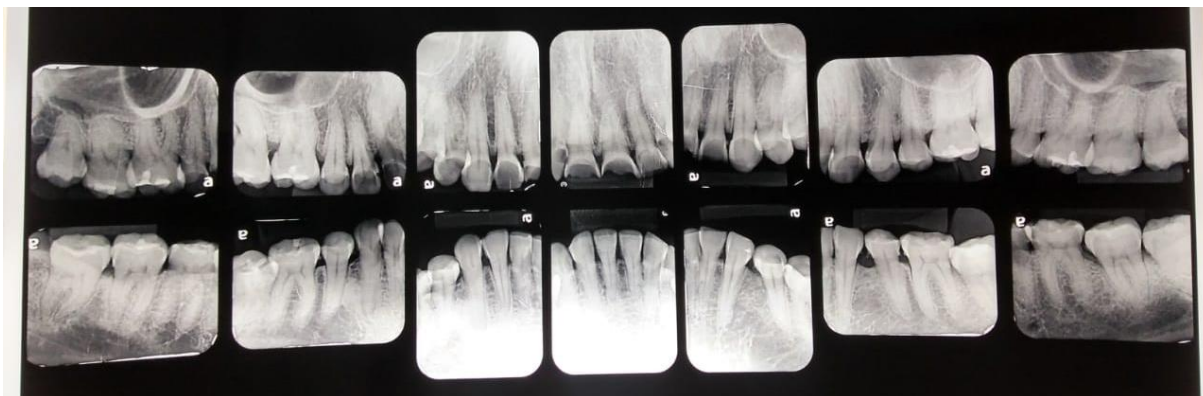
Exame Radiográfico Periapical Completo
